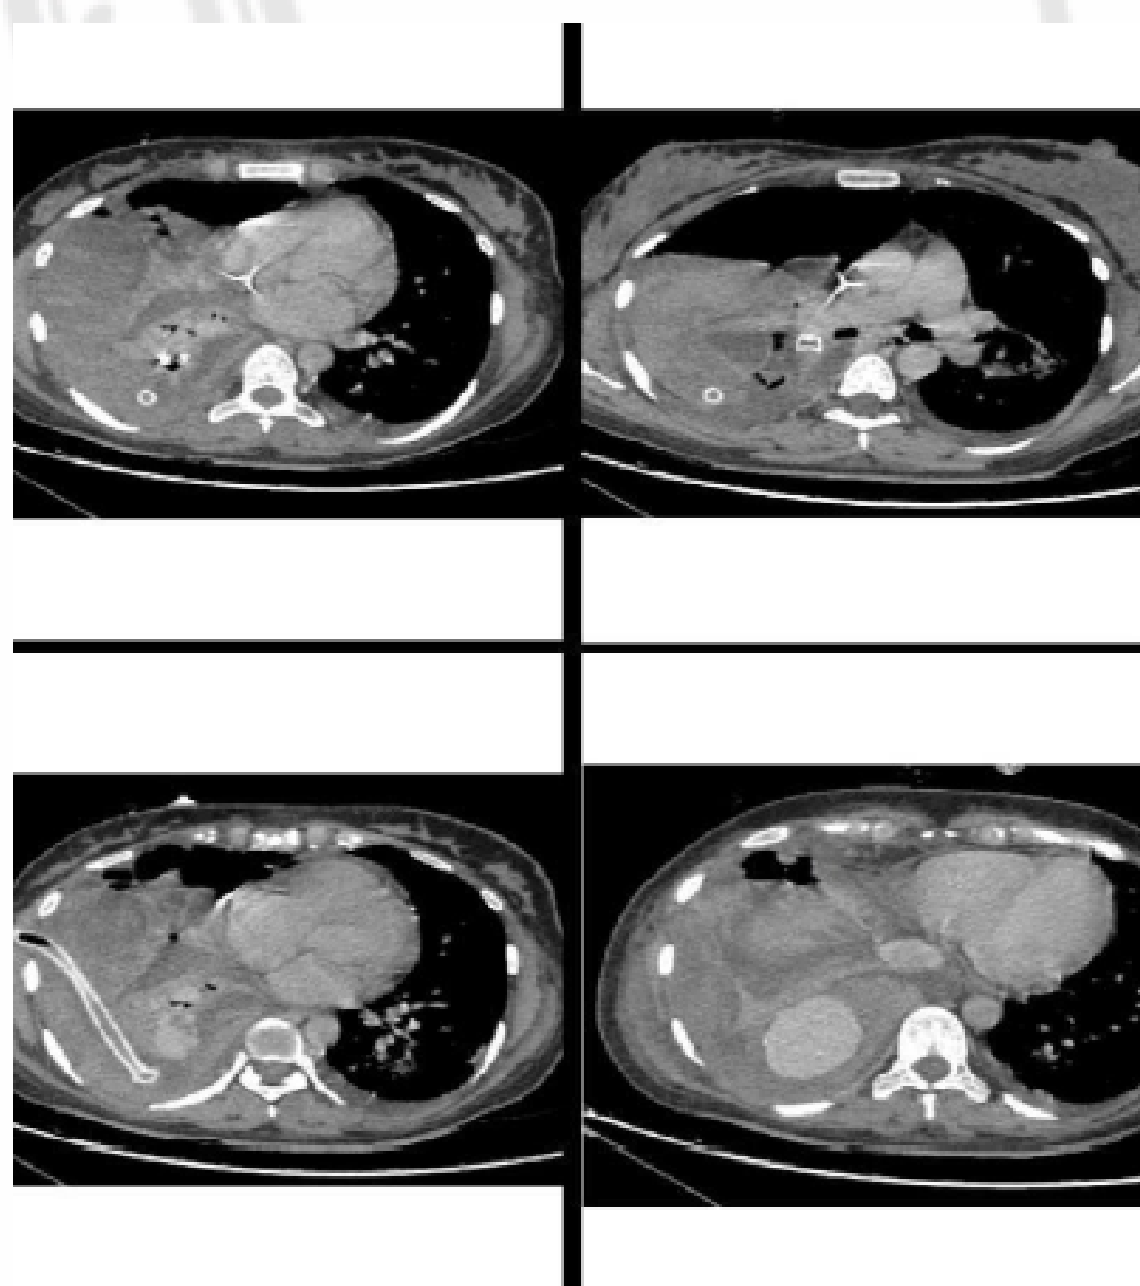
Tomografía Computarizada de Tórax con Contraste Endovenoso, donde se evidencia en lóbulo inferior derecho MAV. Corte axial se observa tubo de avenamiento pleural con fuga de contraste..
